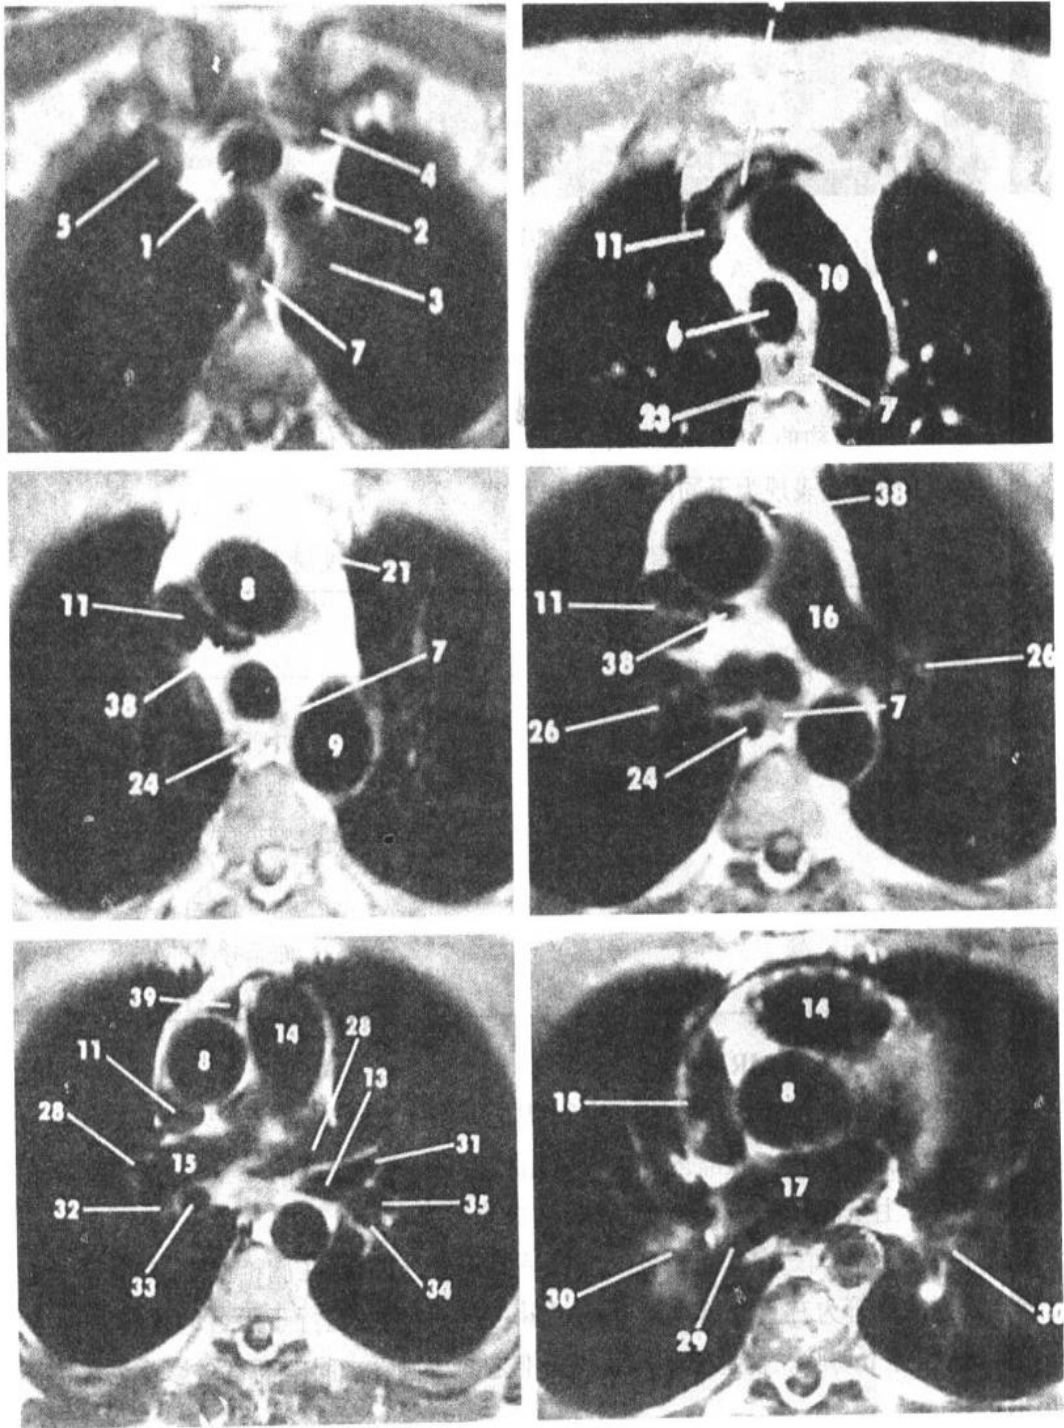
正常胸部轴位 MRI(图注见图 3-1-31)
